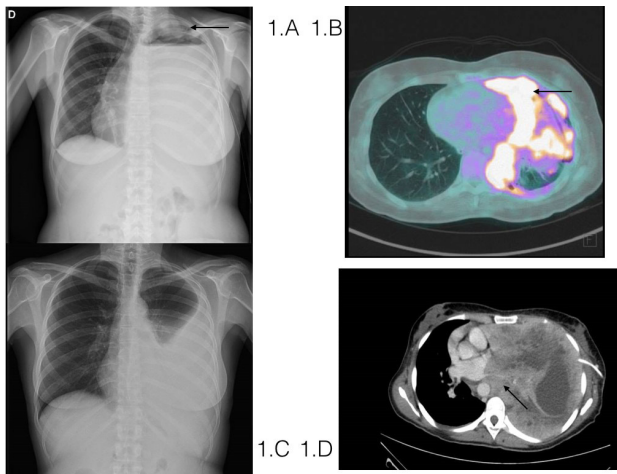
1A) Radiografía del paciente al ingreso. Se muestra un derrame pleural masivo izquierdo con desviación mediastínica al lado contralateral y masa apical (flecha). 1B) Tomografía por emisión de positrones objetivándose masa de alto grado metabólico (SUVmax: 15.92 (flecha). 1C) Radiografía tras dos semanas de quimioterapia con mejoría parcial del derrame y desaparición de la masa apical. 1.D) Corte de tomografía computerizada tomada 5 días antes del éxitus, gran progresión de las masas pleurales con desplazamiento mediastínico e infiltración de estructuras vasculares homolaterales, en la imagen la vena pulmonar superior izquierda (flecha) y tubo de drenaje
